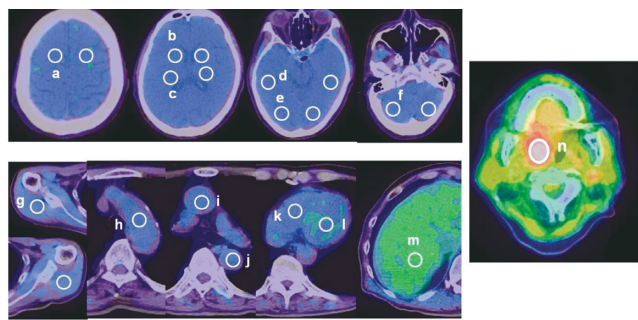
Setting of region of interest (ROI) on reference organs and tumor. Equal sizes of ROIs of 15 mm in diameter were set on PET/CT images: bilateral frontal lobe (a), basal ganglia (b), thalamus (c), temporal lobe (d), occipital lobe (e), cerebellar hemisphere (f), bilateral muscles (g), aortic arch (h), ascending aorta (i), descending aorta (j), right ventricle (k), left ventricle (l), liver (m) and tumor (n).
